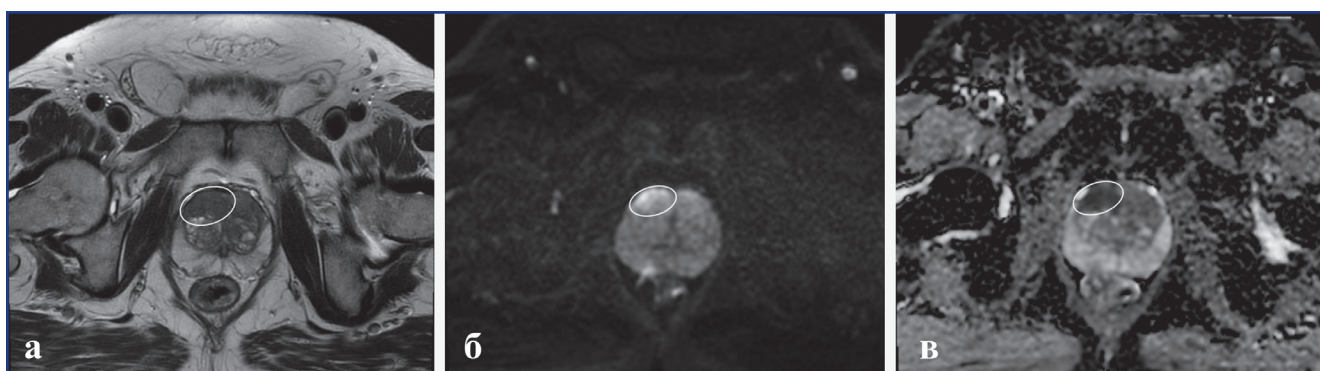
Образование в центральной железе предстательной железы: а – T2, б – DWI, в – ADC; белый эллипсоид – образование ПЖ
